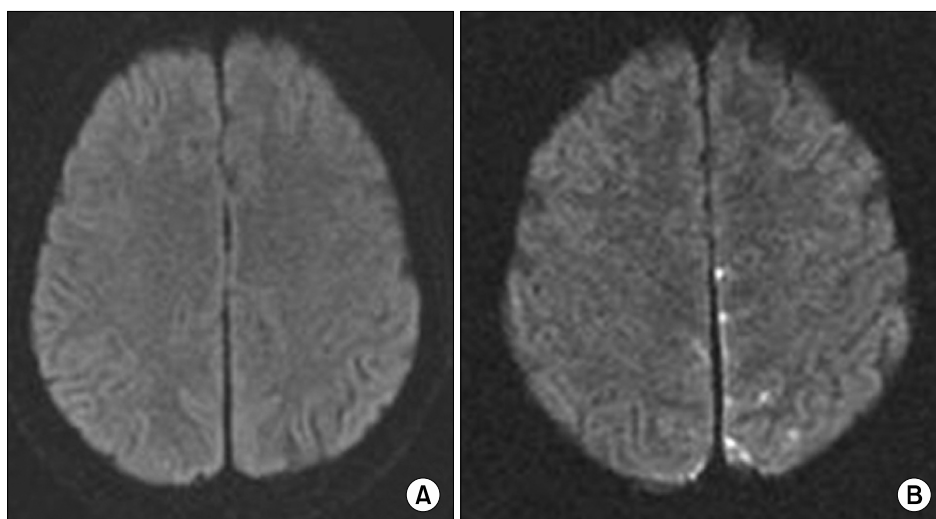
(A) 14 days prior to the incident, the venous sinus occlusion CT imaging is normal. (B) Accident when the underlying, the venous sinus thrombosis.
